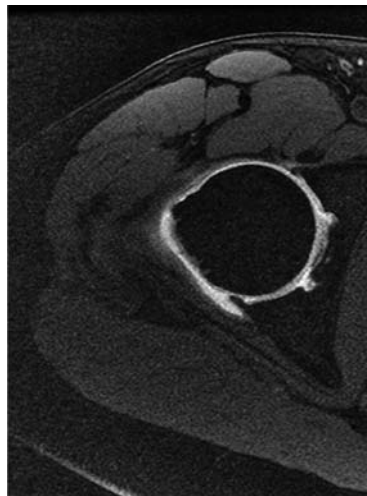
MRT-Normalbefund: Transversaler Schnitt durch ein Hüftgelenk mit Gadolinium-Kontrastmittel (mit Genehmigung von B. Bochentini, Berlin)
